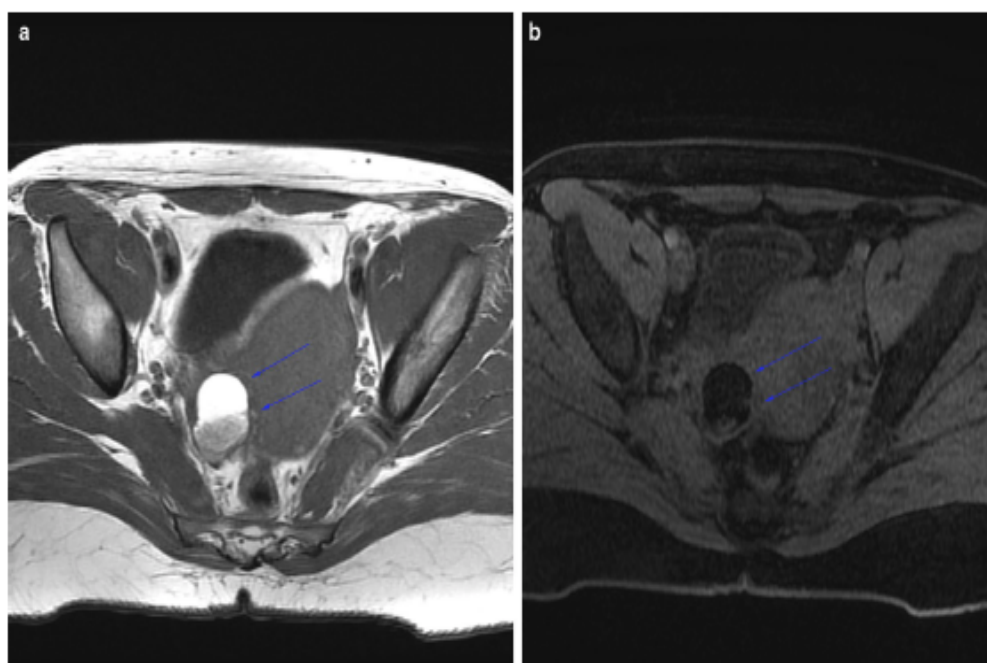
Mature teratoma in the right ovary (ADNEX MR score 2). a Axial T1-weighted demonstrates a right ovarian cystic mass with high signal in fluid content (blue arrow). b Axial T1-weighted with fat-sat demonstrates drop of signal in fluid content, inferring fat fluid (blue arrow)
